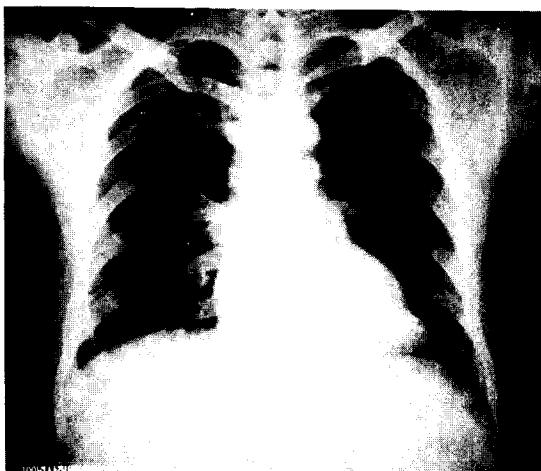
퇴원당시 chest X-ray.
